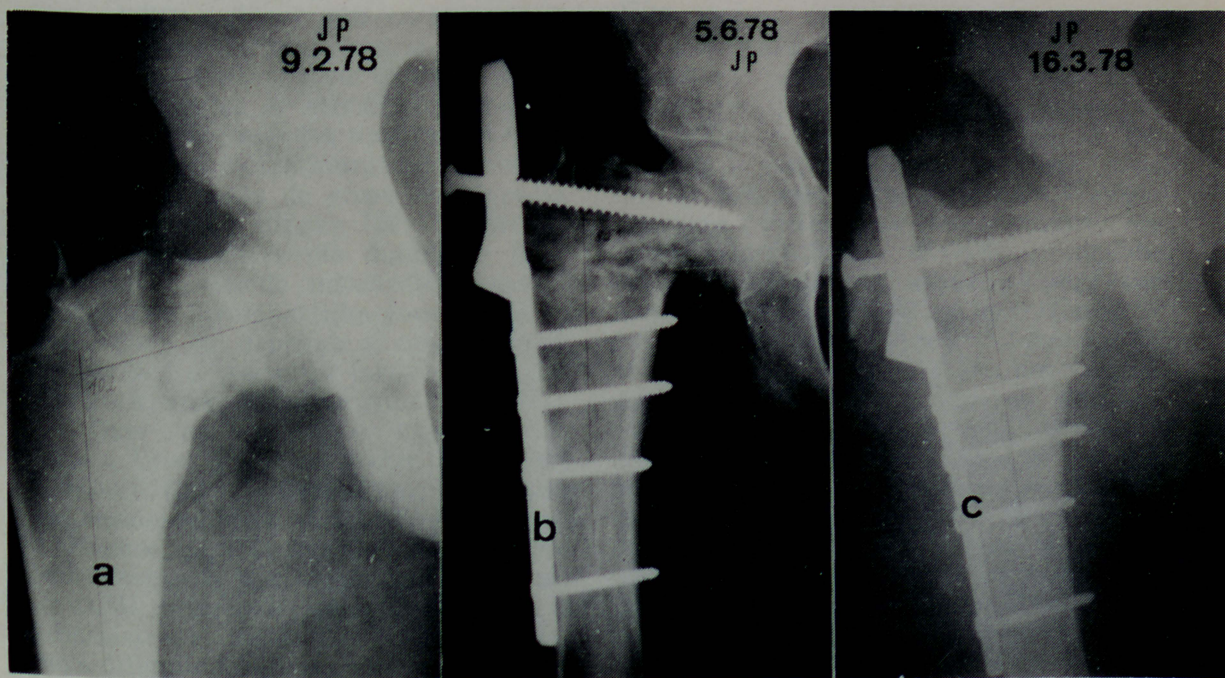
Radiografia inicial do caso 3, mostrando fratura patológica do colo do fêmur direito e alterações estruturais por displasia fibrosa monostótica. Ângulo cervico-diafisário de 102° FIGURA 3-b. Radiografia de controle do fêmur esquerdo do caso 3 no pós-operatório imediato. Boa fixação da fratura pelo parafuso superior. Ângulo cervico-diafisário de 105° FIGURA 3-c. Radiografia de controle do fêmur esquerdo do caso 3, aos 3 meses de pós-operatório, com a fratura e a osteotomia em consolidação, mas variação excessiva. Ângulo cervico-diafisário de 85°.
